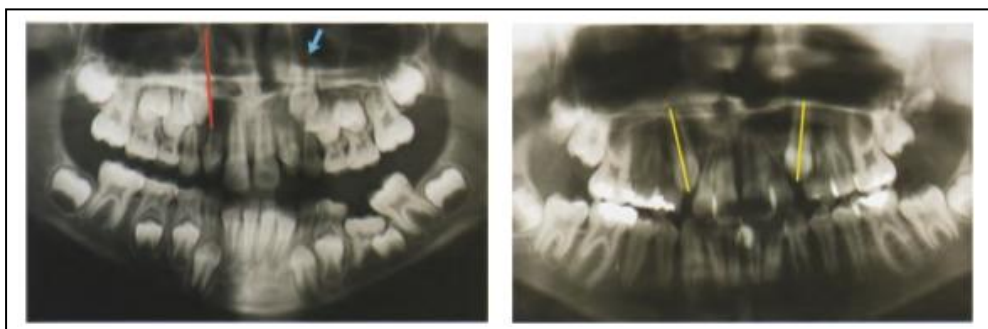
La radiographie panoramique permet une évaluation d'ensemble du système dentaire.
